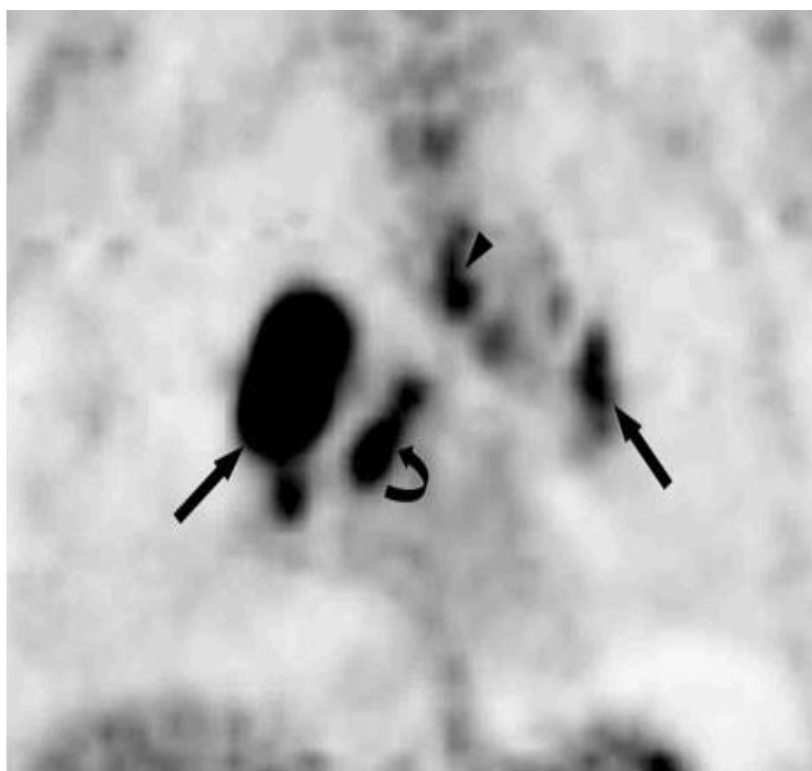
l'immagine PET in coronale mostra una forte captazione di FDG su entrambe le zone ilari (frece diritte), nella zona subcarinale (freccia curva), e sui linfonodi paratracheali inferiori di sinistra (freccia).
